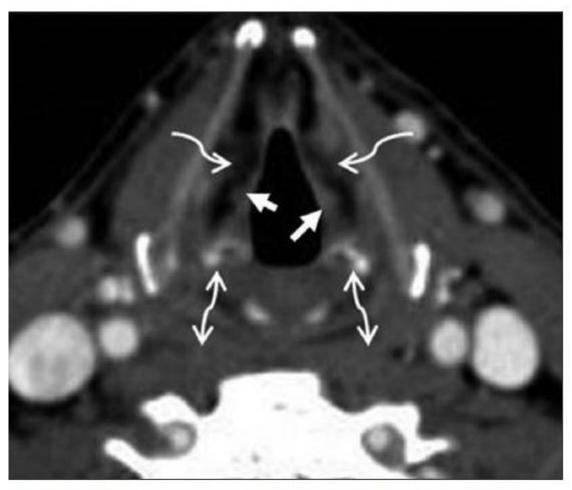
Normal anatomy of larynx on axial contrast CT images – supraglottis. The tip of the arytenoid cartilages (double headed arrows) and the false cords (small arrows) are seen. The paraglottic spaces (curved elbow arrows) are seen deep to the false cords. This section represents the superior margin of the laryngeal ventricular complex
